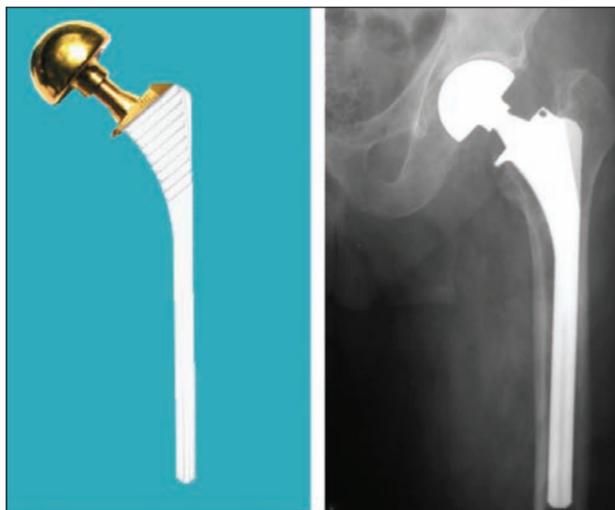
Однополюсный эндопротез системы ОРТЭН со сменной головкой: внешний вид эндопротеза (А), послеоперационная рентгенограмма (Б)
